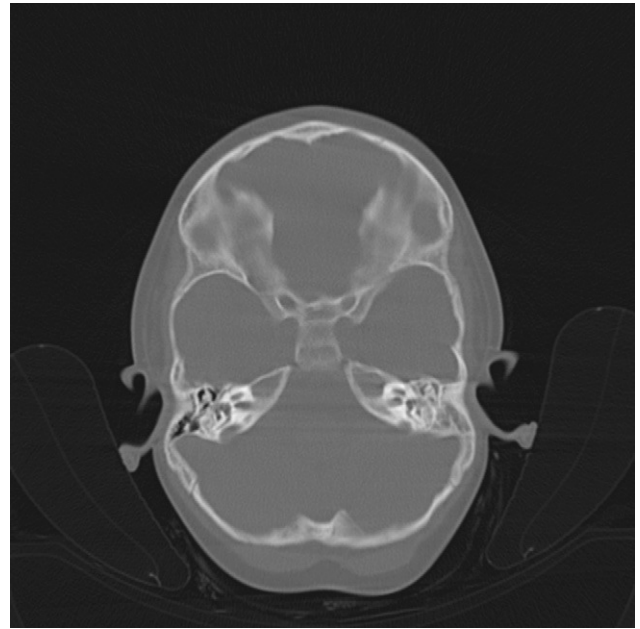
Imagen de TC craneal del caso 2. Se observa ocupación de la caja timpánica, aditus, antro mastoideo y celdas mastoideas.
